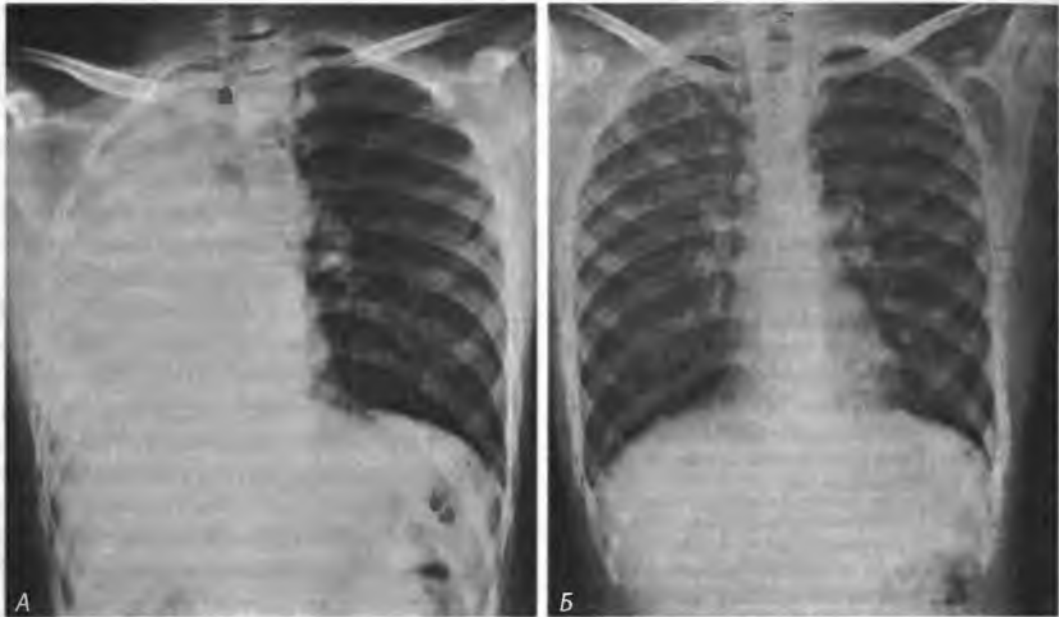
(А) Рентгенограмма обширного ателектаза правого легкого у больного с бронхиальной астмой. Сердце и другие структуры средостения смещены в сторону поражения. (Б) Рентгенограмма грудной клетки того же больного после удаления в процессе бронхоскопии слизистой пробки из правого главного бронха
